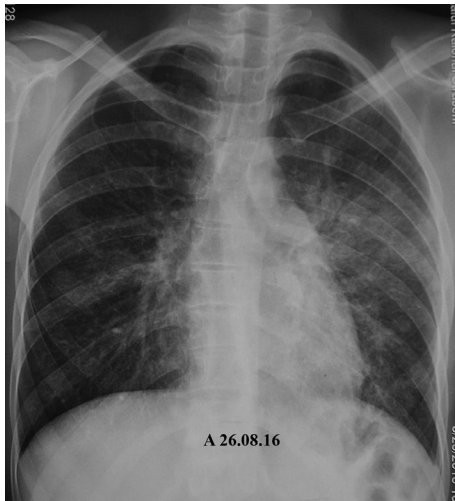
Radiografia cutiei toracice, incidența posteroanterioară.
